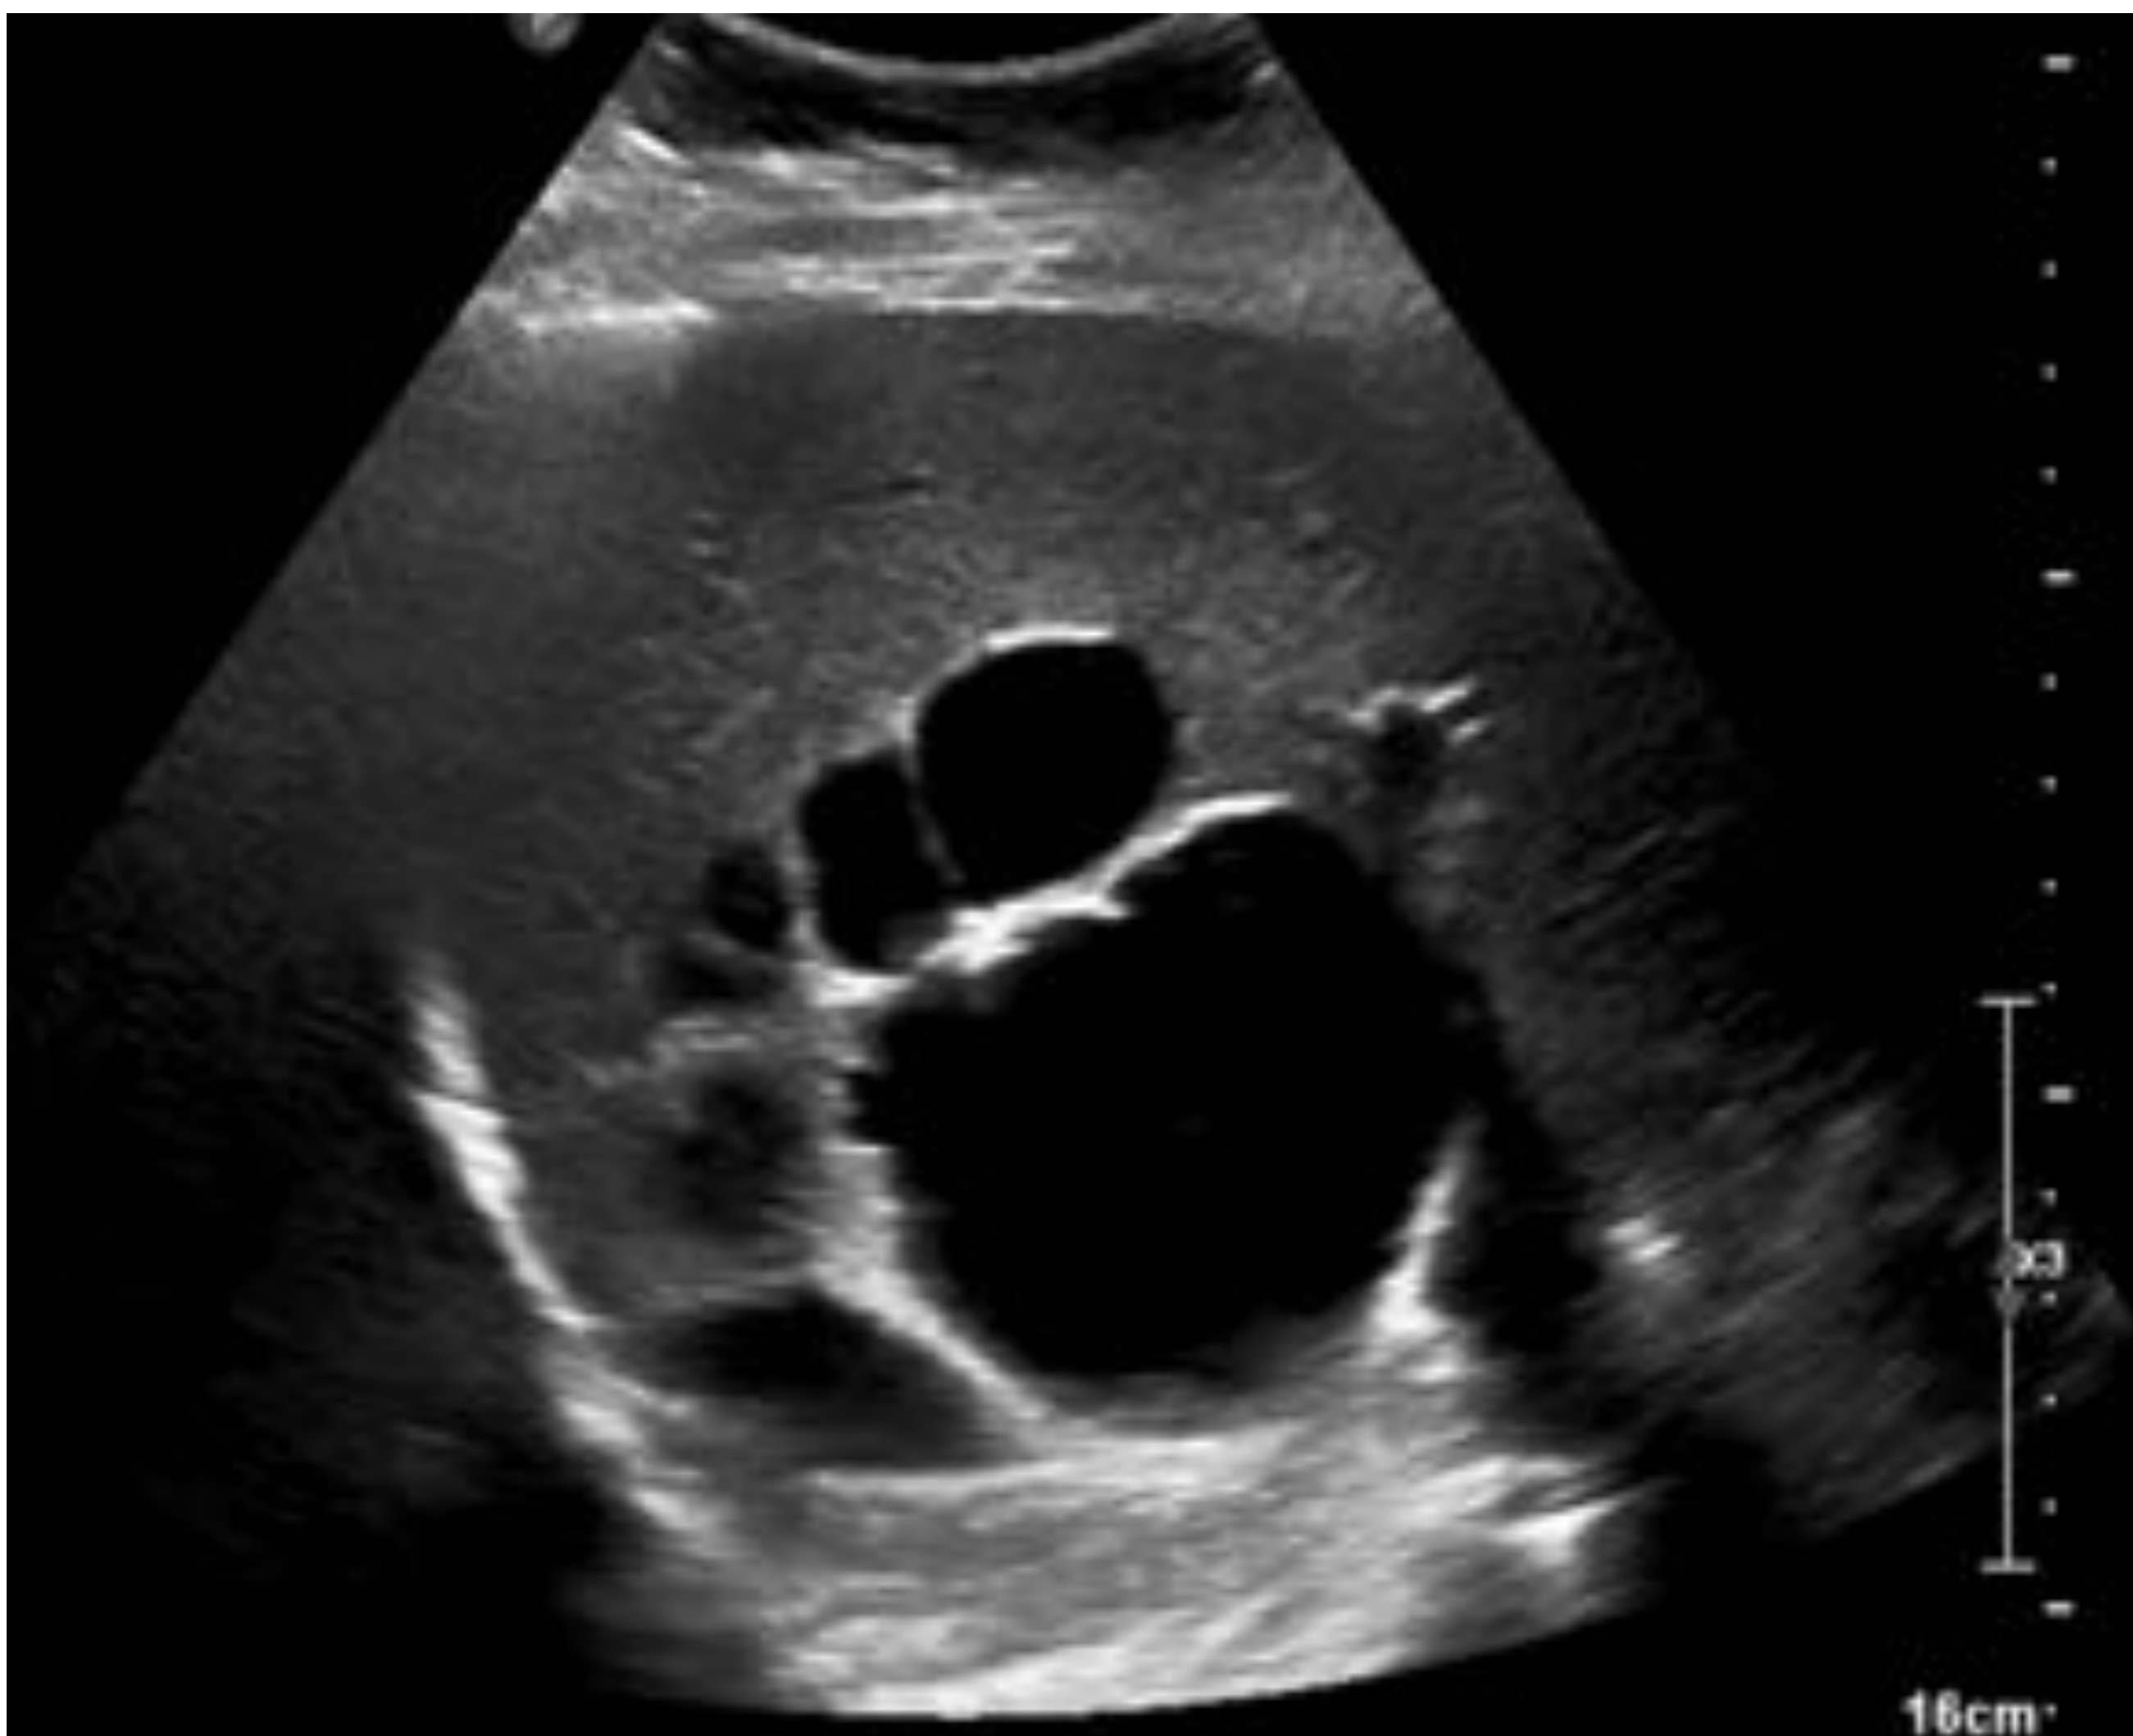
Ecografía de abdomen. Lesión quística polilobulada en LHD centrada en segmento VIII, de límites bien definidos. Muestra contenido líquido homogéneo con tabiques finos. Los hallazgos descritos plantean el diagnóstico diferencial entre cistoadenoma biliar vs quiste hepático, sin signos de complicación
